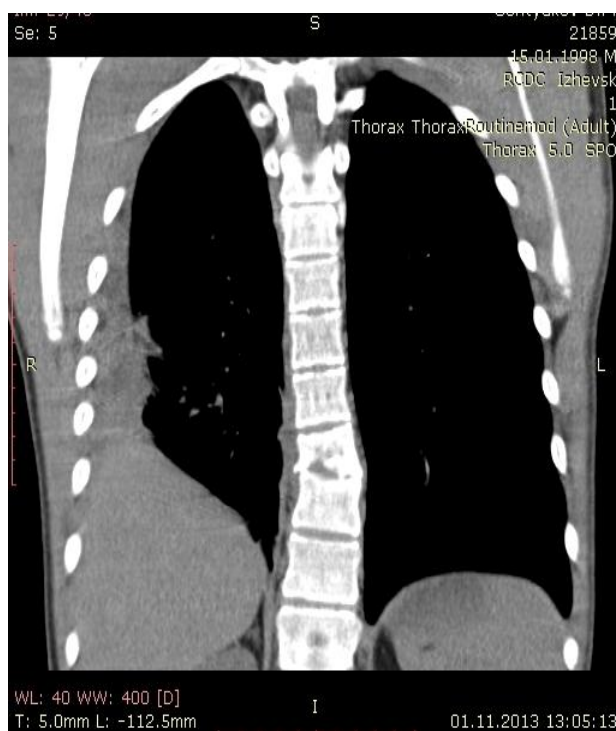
Компьютерная томограмма грудного отдела позвоночника от 1.11.2013 г.
